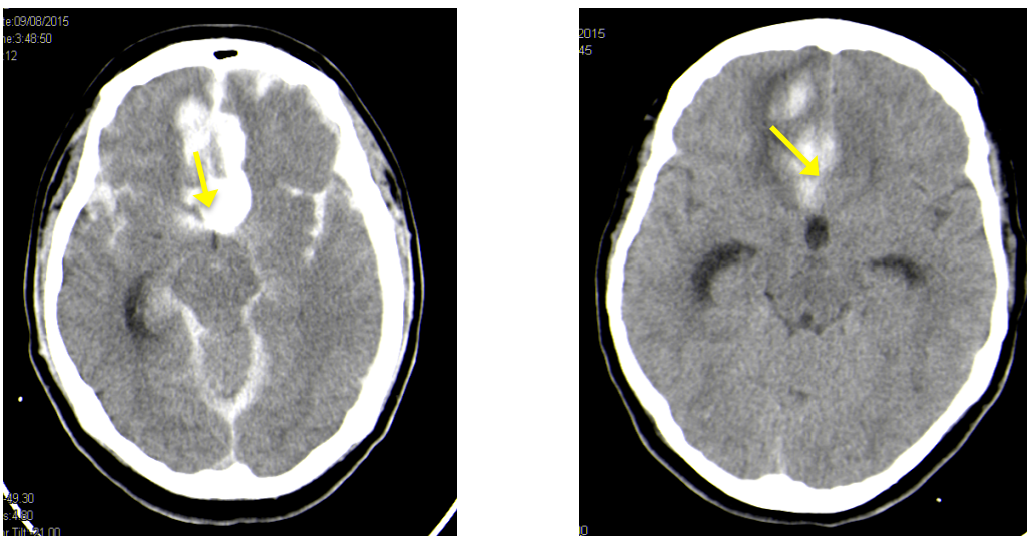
Izquierda, imagen radiológica (TAC) mostrando HSA en paciente con grado Fisher III. Derecha, TAC que muestra HSA en paciente con grado Fisher IV.
